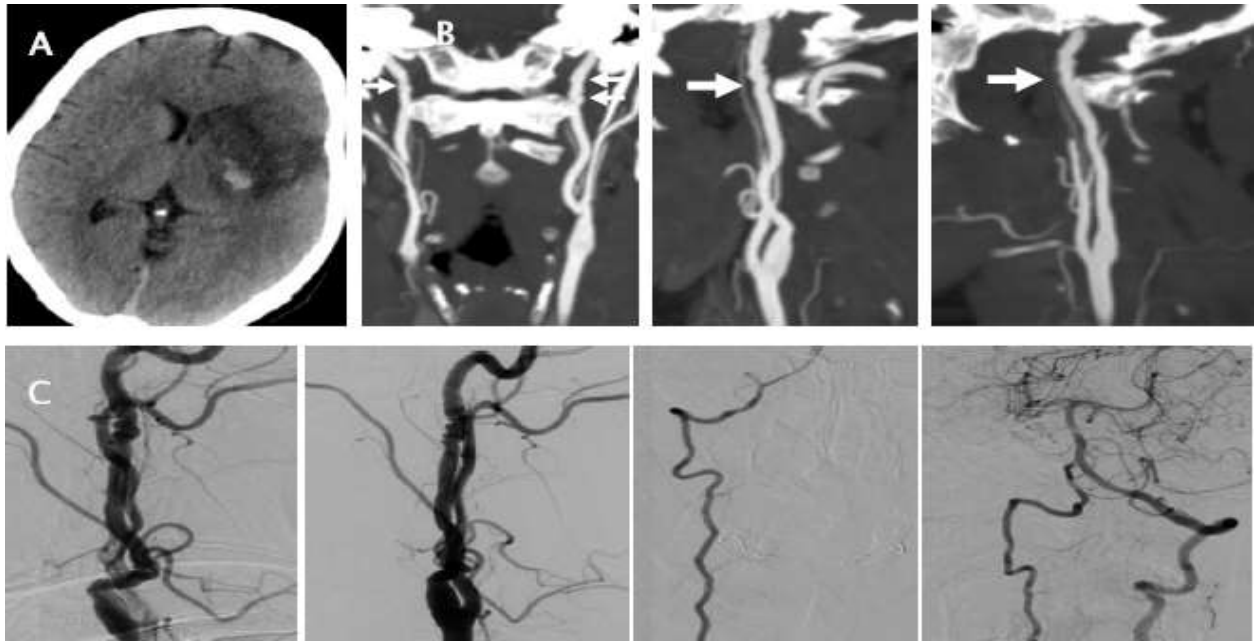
Patiente âgée de 42 ans, Hémiplégie droite à H8, TDM cérébrale en contraste spontané (A), angioscanner des TSA (B), angiographie diagnostique (C) : AVCI sylvien total gauche avec transformation hémorragique, associée à aspect tortueux de l'artère carotide interne cervicale en bilatéral, fait d'un fait d'une succession de sténoses-dilatations, réalisant un aspect en « collier de perles », en rapport avec une dysplasie fibromusculaire. Cet aspect est visible également aux dépens des artères vertébrales en bilatéral sur l'angiographie
